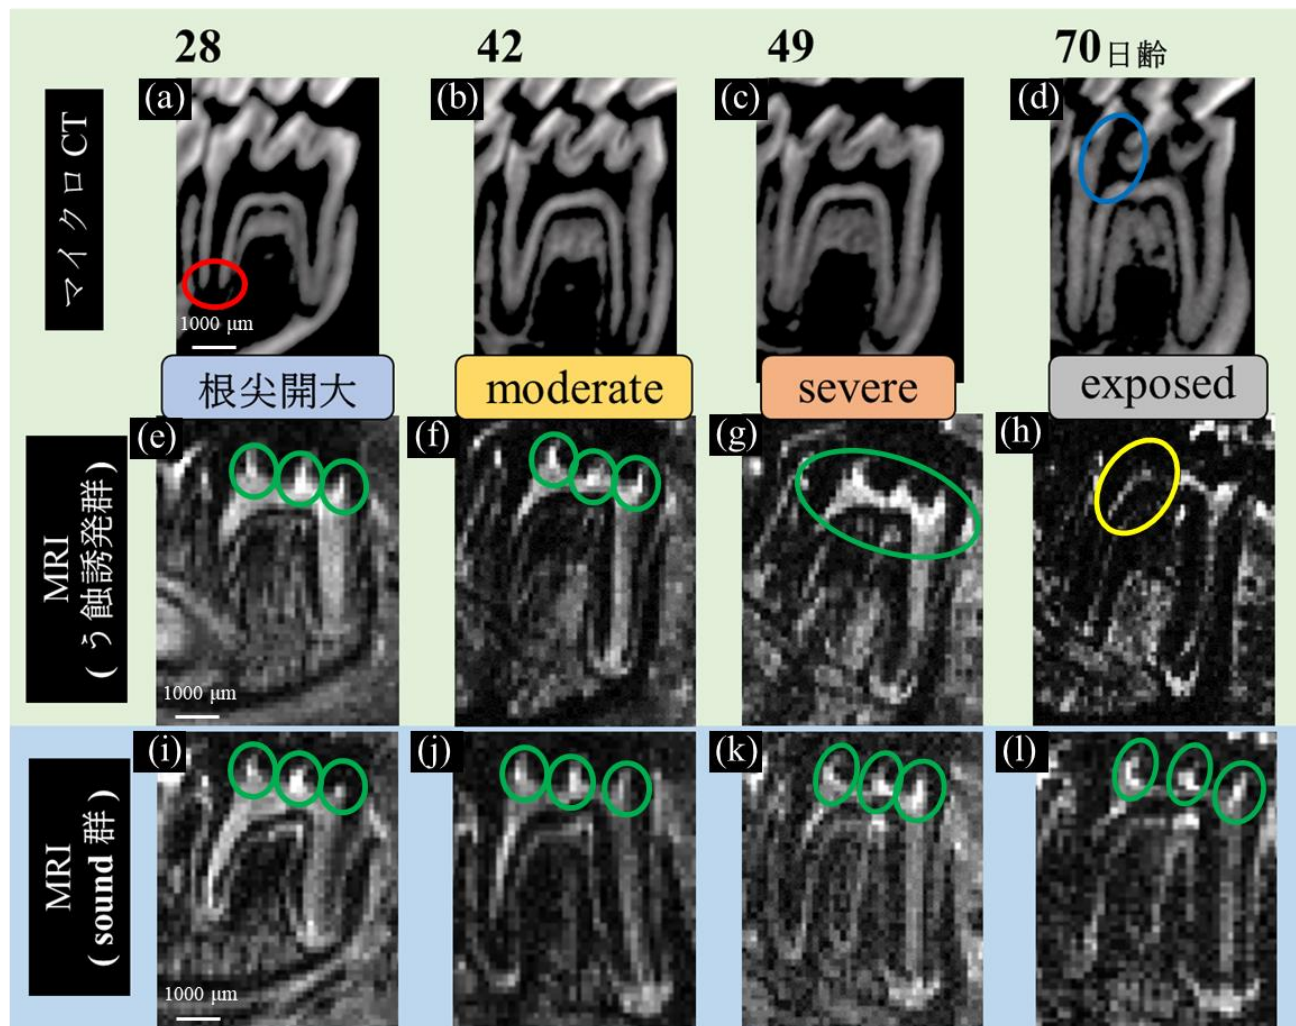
う蝕由来歯髄炎の経時的マイクロ CT 画像，および T2 強調画像
